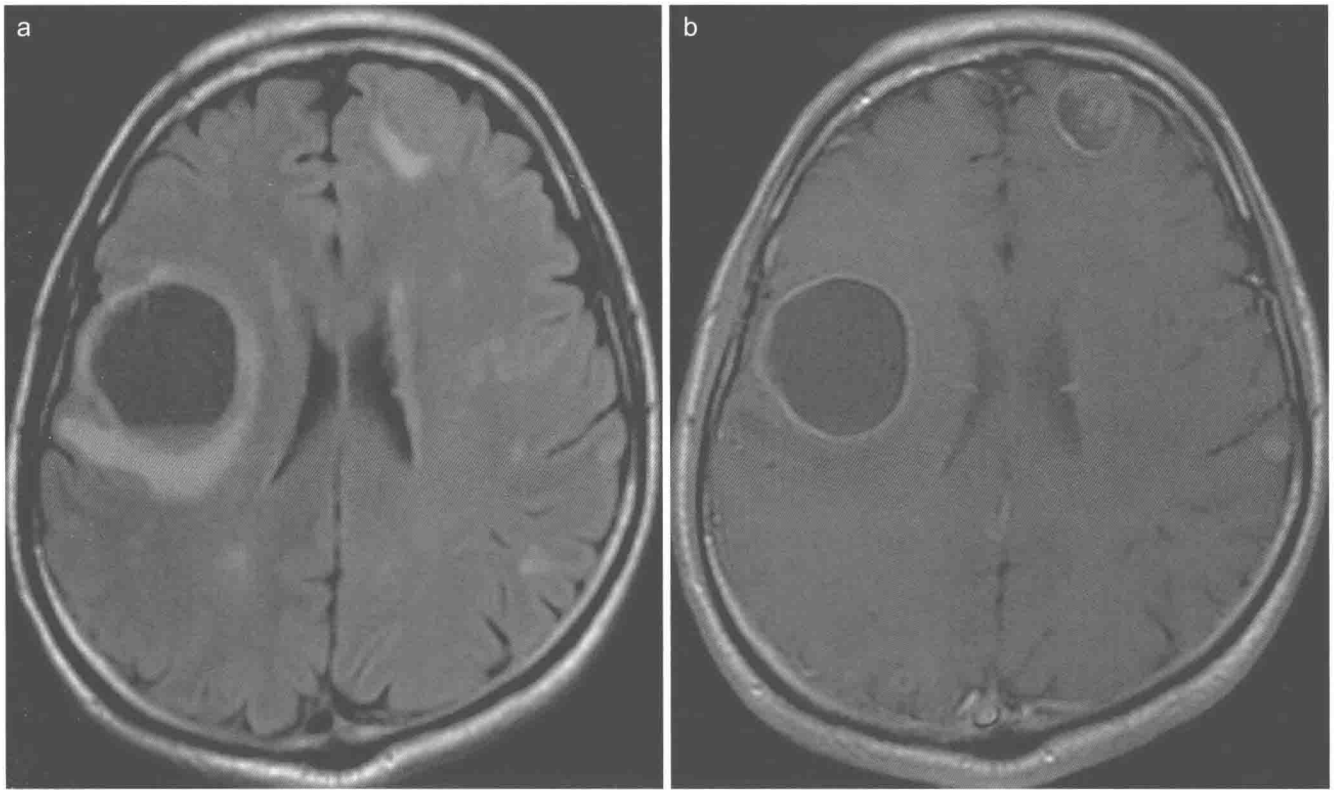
转移瘤。横轴位 FLAIR (a) 和增强 T1WI (b) 显示右额叶囊性转移瘤, FLAIR 图像显示囊内液-液(血)平面, 提示病灶内出血。
